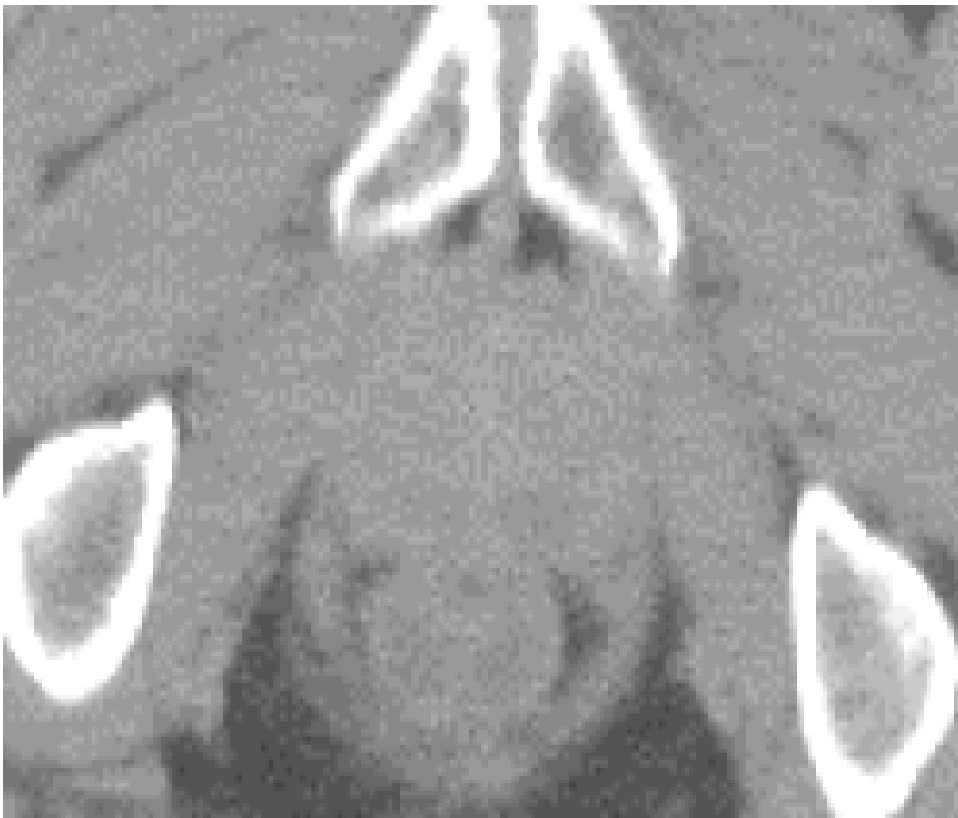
КТ-изображение предстательной железы в аксиальной проекции.
